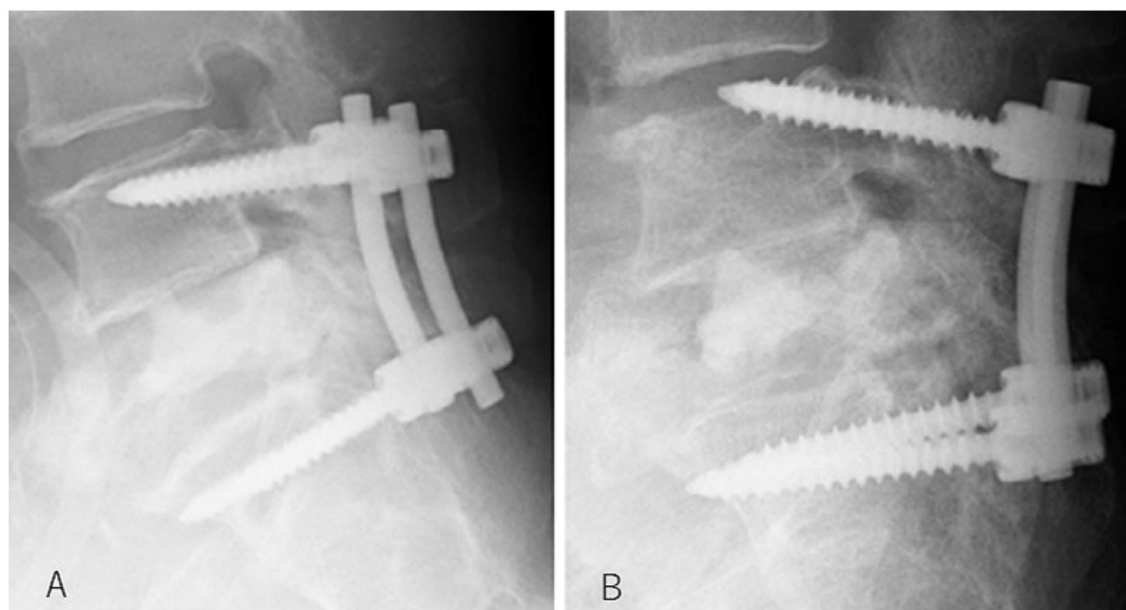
X-ray images (A: postoperative, B: screw loosening) ^[26]
